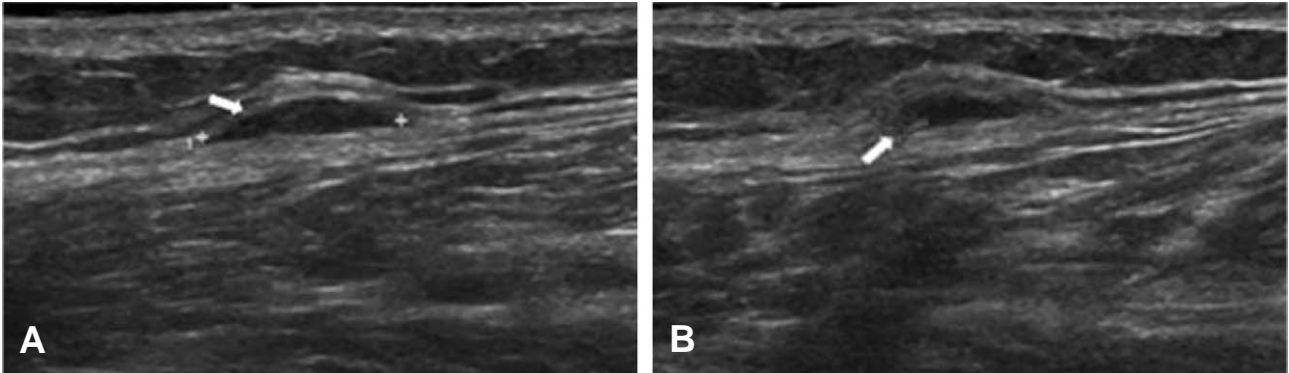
(A) High resolution ultrasonography equipped with a linear 6~15 MHz probe shows ovoid mass-like lesion (arrow) with homogenous hypoechogenicity measuring 1.2 cm×0.6 cm×0.6 cm at distal area of iliotibial band. (B) Color Doppler sonography shows no specific vascularity (arrow) in the soft tissue mass lesion.
